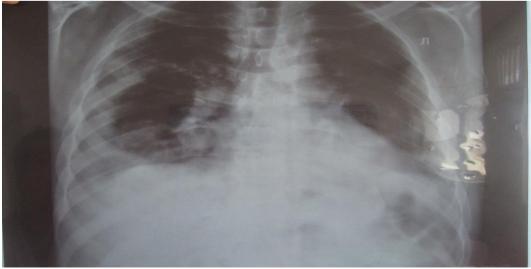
Обзорная рентгенограмма легких при неспецифической интерстициальной пневмонии.
